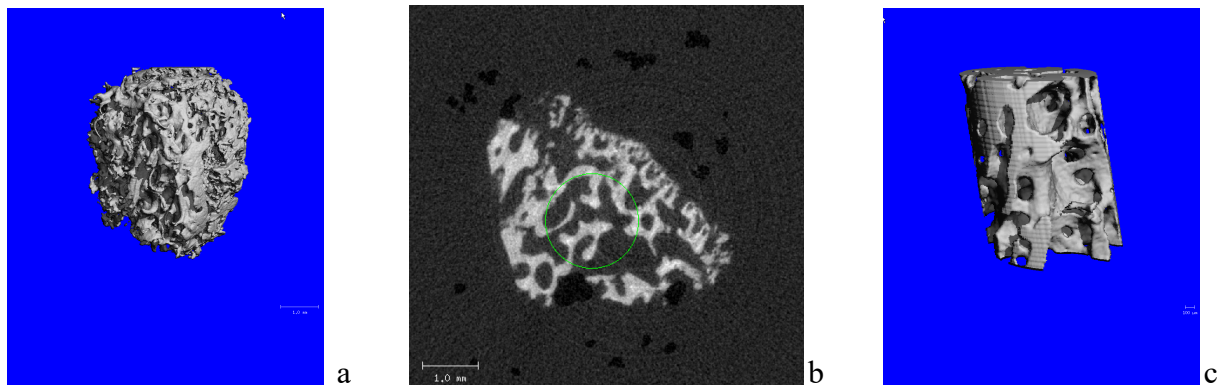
a-c: Beckenkamm im μ CT, männl., 13 Jahre, a: 3D-Rekonstruktion der ganzen Probe, b: Schnittbild mit eingezeichneter Kontur zur Festlegung des VOI, c: digitaler Trepan (VOI)
